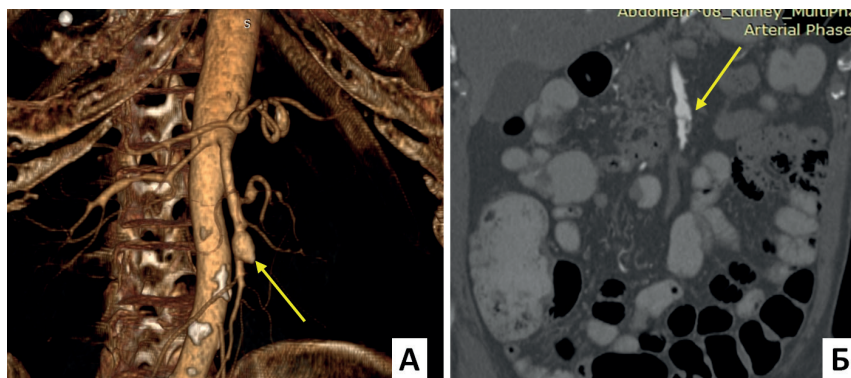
МСКТ органів черевної порожнини з контрастуванням: А – аневризма ВБА; Б – розширення ВБА
